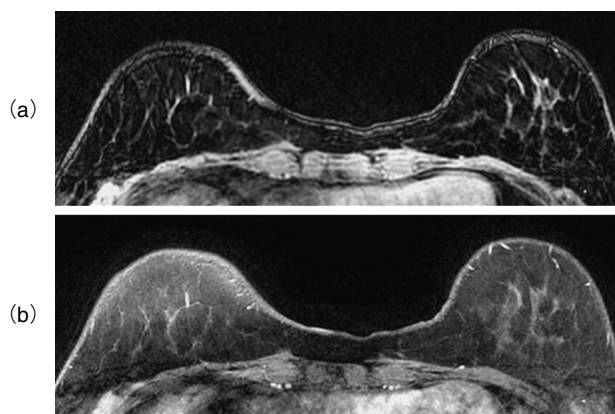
One case of breast MRI acquired by VIBRANT-Flex and VIBRANT. (a) MR image acquired with VIBRANT-Flex. (b) MR image acquired with VIBRANT.
